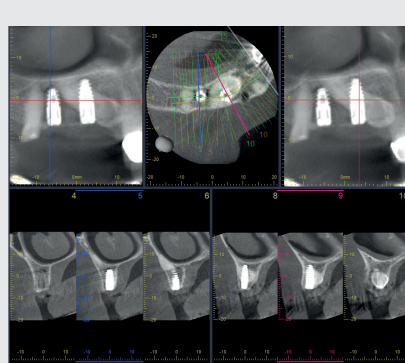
TAC Cone Beam di controllo a FOV ridotto
